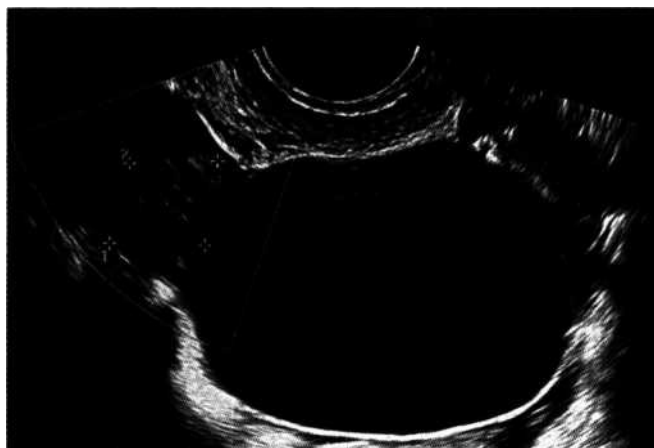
Параовариальная киста. УЗИ
